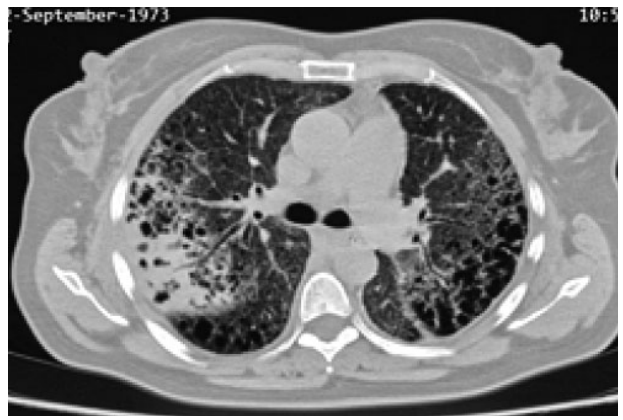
КТ ОГК пацієнтки М. при зверненні в НІФП НАМНУ 07.07.2022 р. Аксіальний зріз
